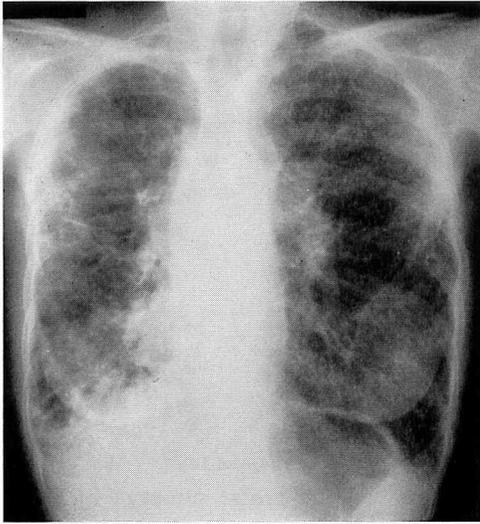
Chest roentgenogram on admission shows reticular, linear pattern and bullae throughout both lung fields.
